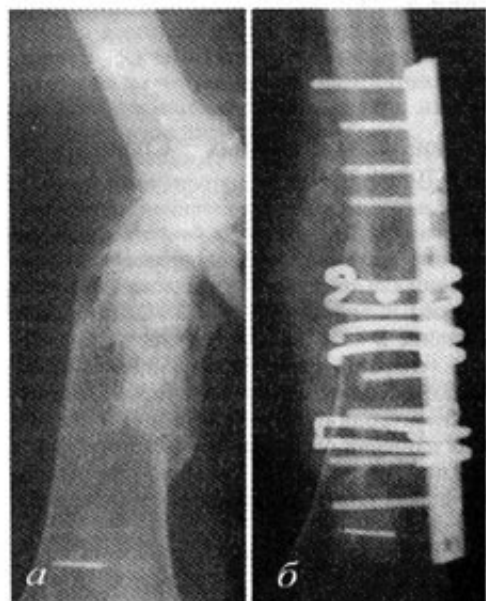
Рентгенограмма больного Д., 36 лет, с псевдоартрозом бедренной кости: *a* – до операции; *б* – через 7 мес после костной пластики ауто трансплантатом и накостного остеосинтеза. Пластина и ауто трансплантат фиксированы стягивающими скобами
